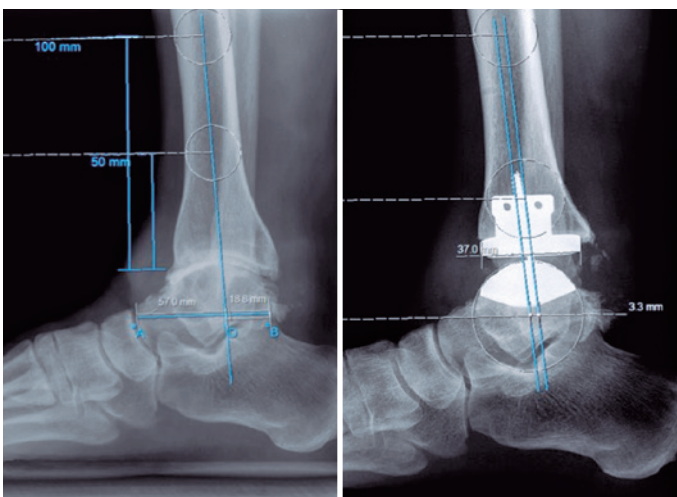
Radiografias laterais do tornozelo mostrando a razão T-T e a razão do deslocamento AP.
